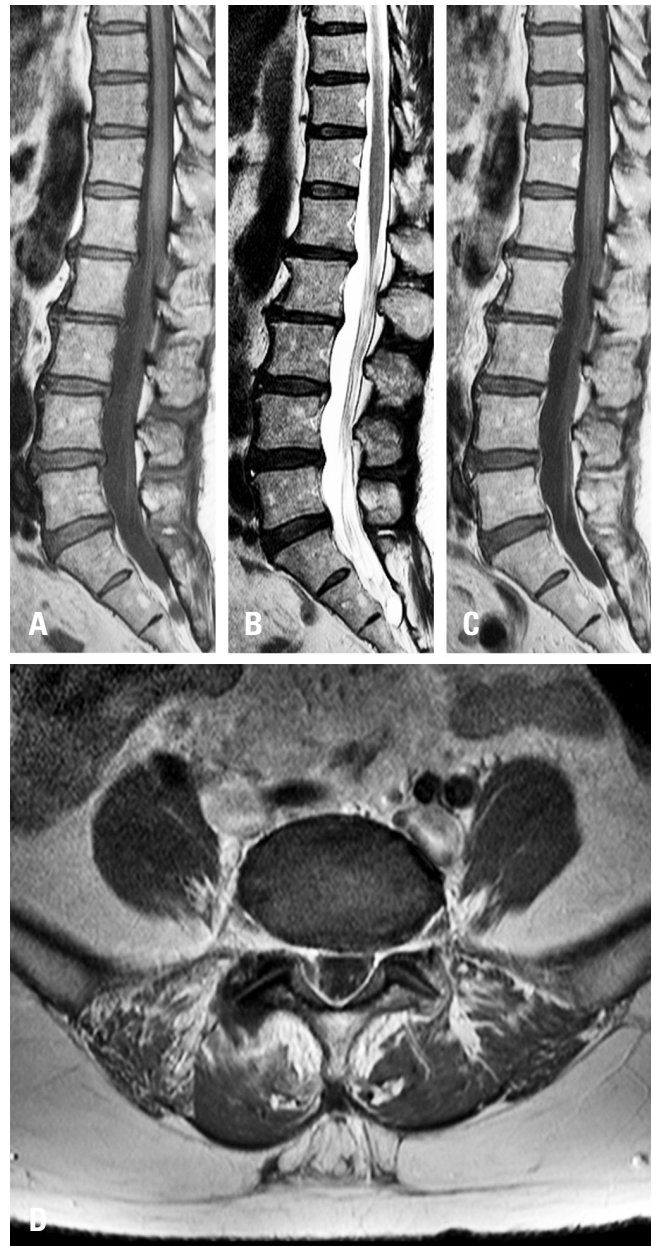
Postoperative magnetic resonance imaging. Sagittal and axial images obtained 6 weeks postoperatively demonstrate complete clearance of the subdural abscess, resolution of the mass effect on the thecal sac spinal cord, and tiny amounts of postoperative fluid collection at the laminectomy site (L3-L4 and L5-S1). (A) T1-weighted sagittal view, (B) T2-weighted sagittal view, (C, D) T1-weighted contrast-enhanced sagittal and axial views).
